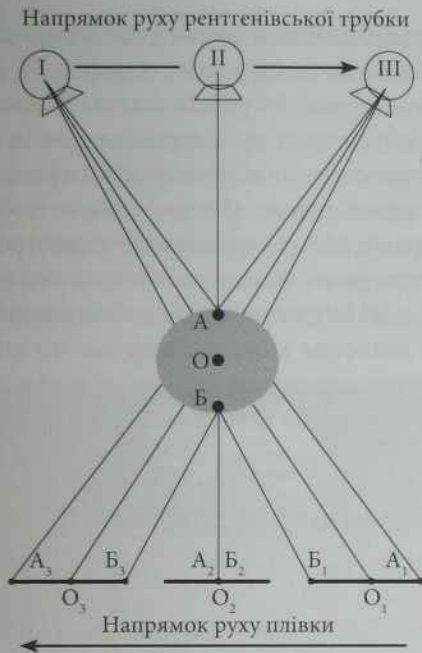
Принцип лінійної томографії
